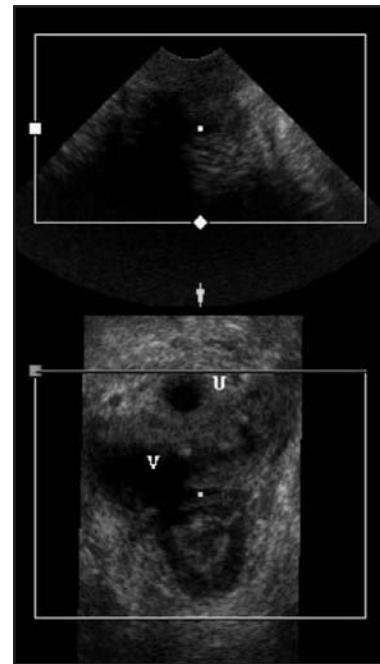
En el plano axial obtenido con ecografía 3D, puede observarse la típica avulsión del elevador en el lado derecho, probablemente debido a lesión traumática durante el parto
